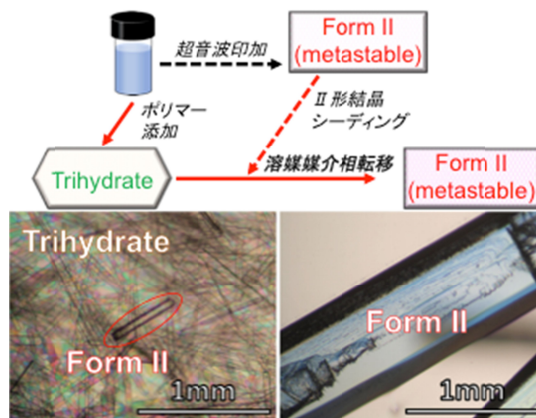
ポリマー添加超音波印加法により、三水合物が結晶化する。ここにⅡ形結晶を添加することで、溶媒媒介相転移を経由して高品質なⅡ形結晶が得られる。
